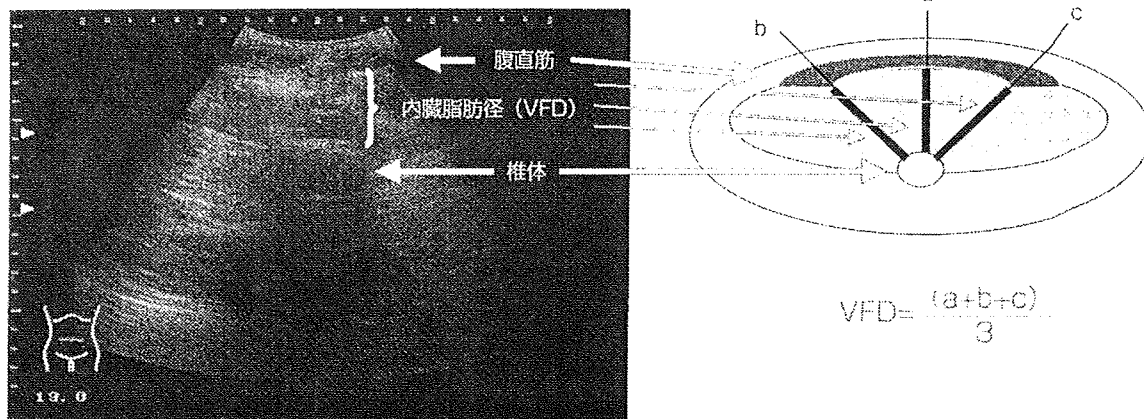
Stolk らの腹部超音波による内臓脂肪径測定法⁴⁾
